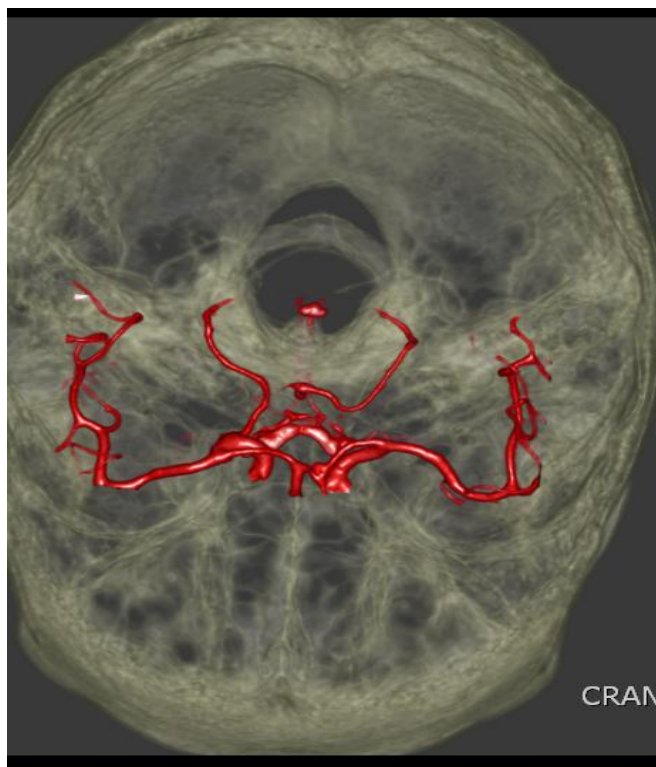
Aneurisma cerebral de comunicante anterior visto en Angiotomografía con reconstrucción tridimensional
